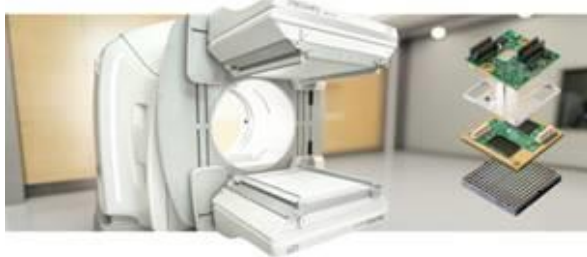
Discovery NM/CT670 CZT
